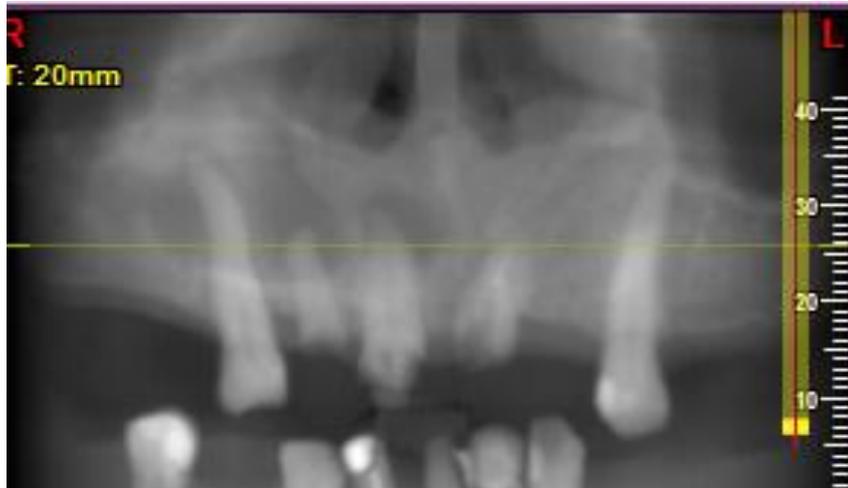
Tomografía Prequirúrgica
